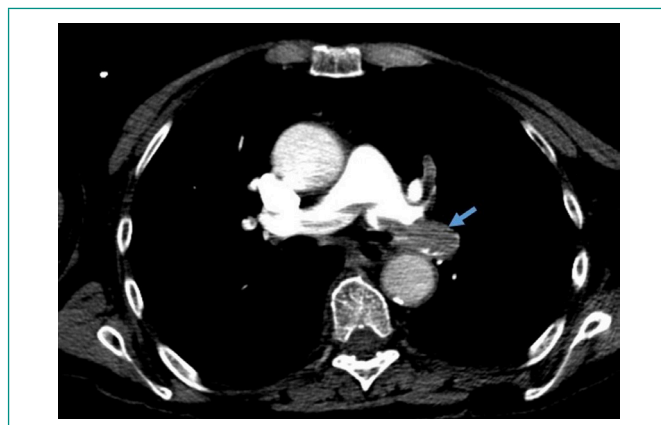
Angiografía de las arterias pulmonares por TC (plano axial). Defectos de perfusión de la arteria pulmonar compatibles con tromboembolismo pulmonar (flecha azul).
